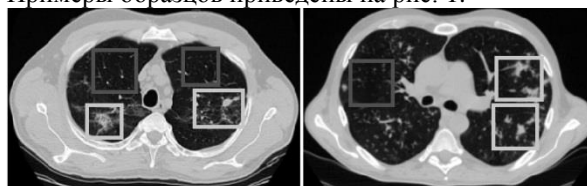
Примеры данных КТ. Рамками показаны примеры текстурных образцов, выделенных для эксперимента: светлые – патологии диссеминированного туберкулёза, тёмные – здоровые ткани.
